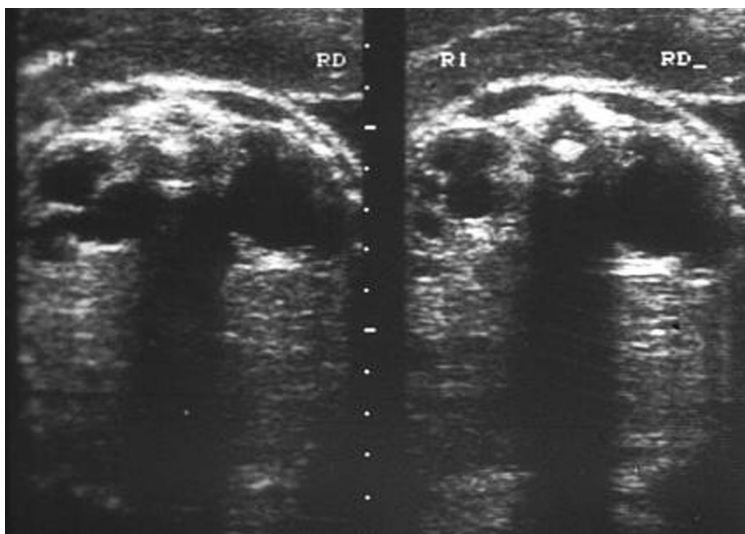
Ecografía de un neonato con hidronefrosis bilateral.
